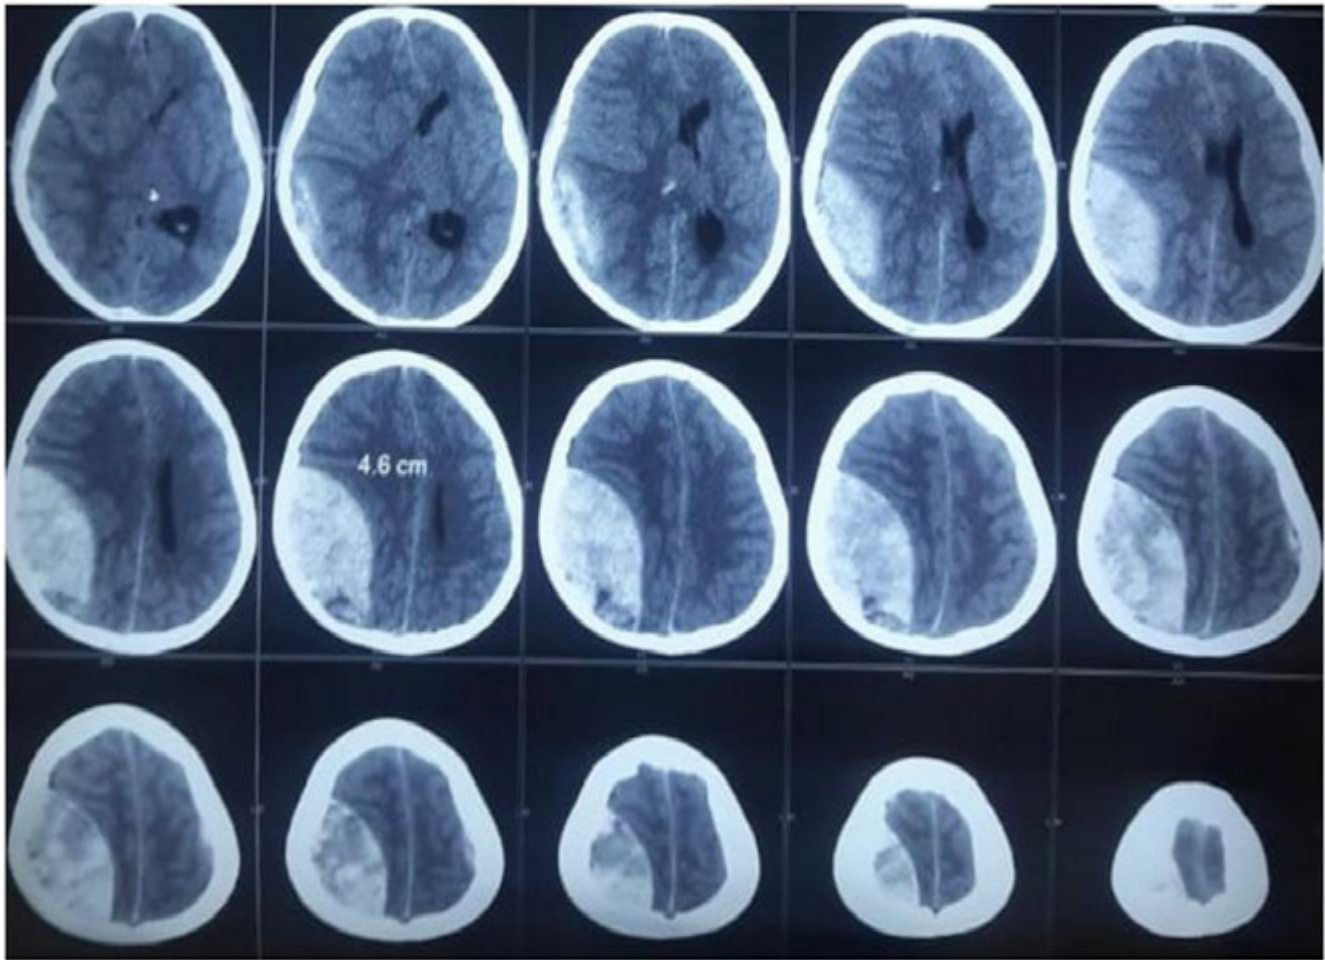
Brain computed tomography scan showing right parietal acute epidural haematoma.
